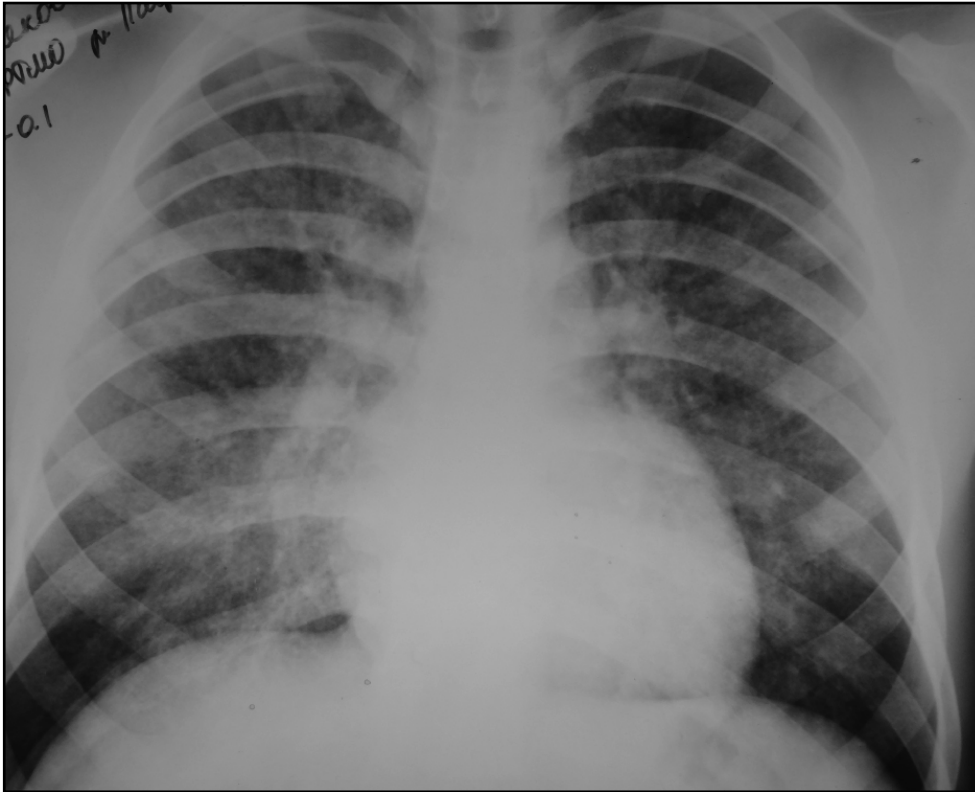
Обзорная рентгенография ОГК больного Т.
